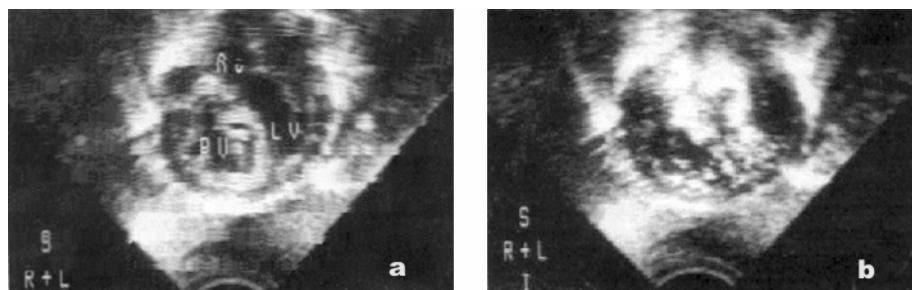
Left side of the heart through parasternal long and short axis.
